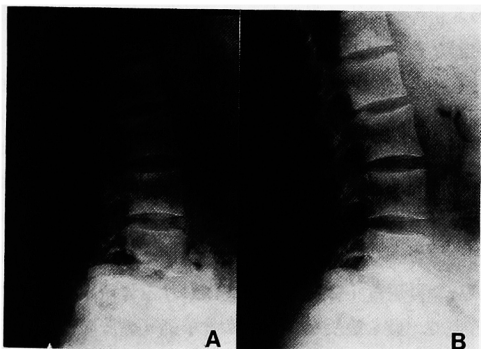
Lumbar spine X-ray film. The rugger jersey appearance improved 12 months after total parathyroidectomy. (A: before operation, B: after operation)
